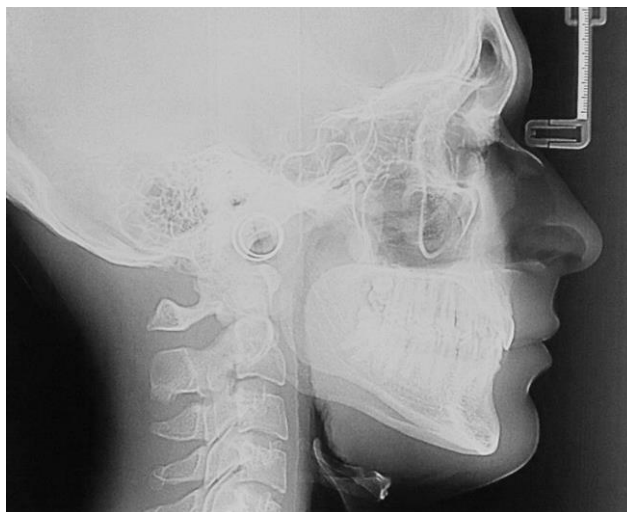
Teleradiografía de perfil inicial.
